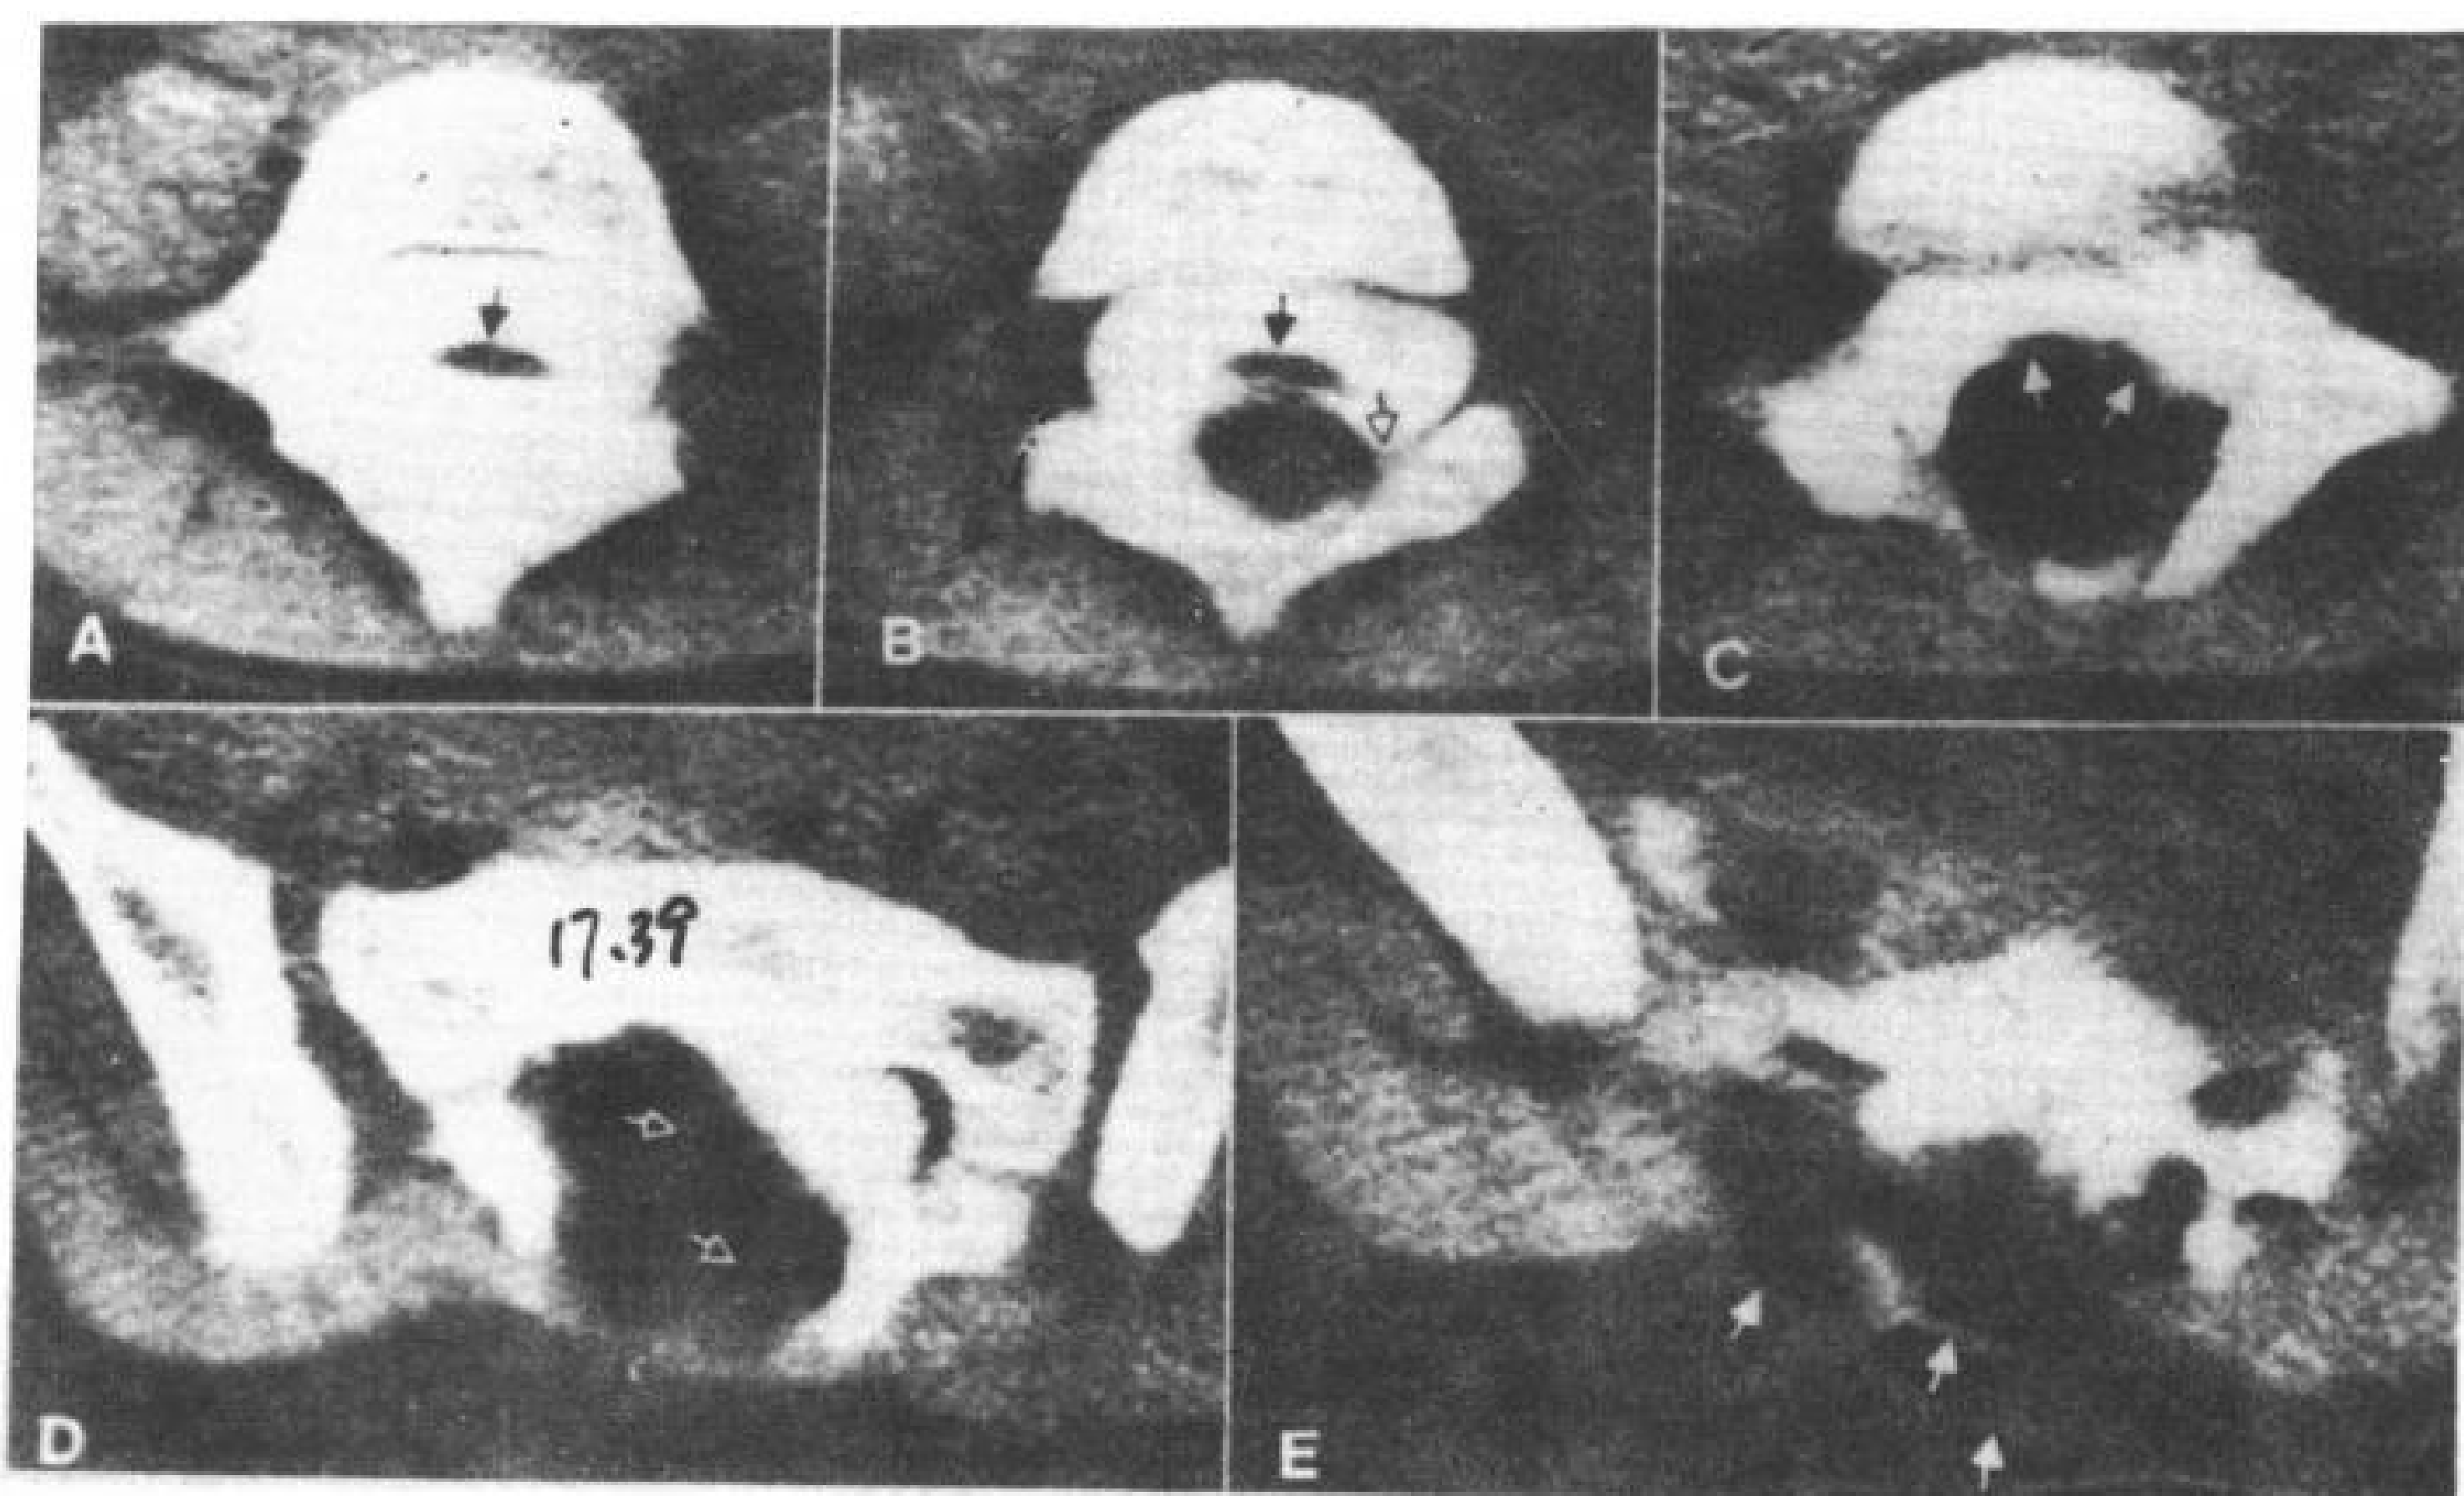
腰骶部脂肪瘤。5岁女孩有骶椎裂。CT 脊髓造影。
